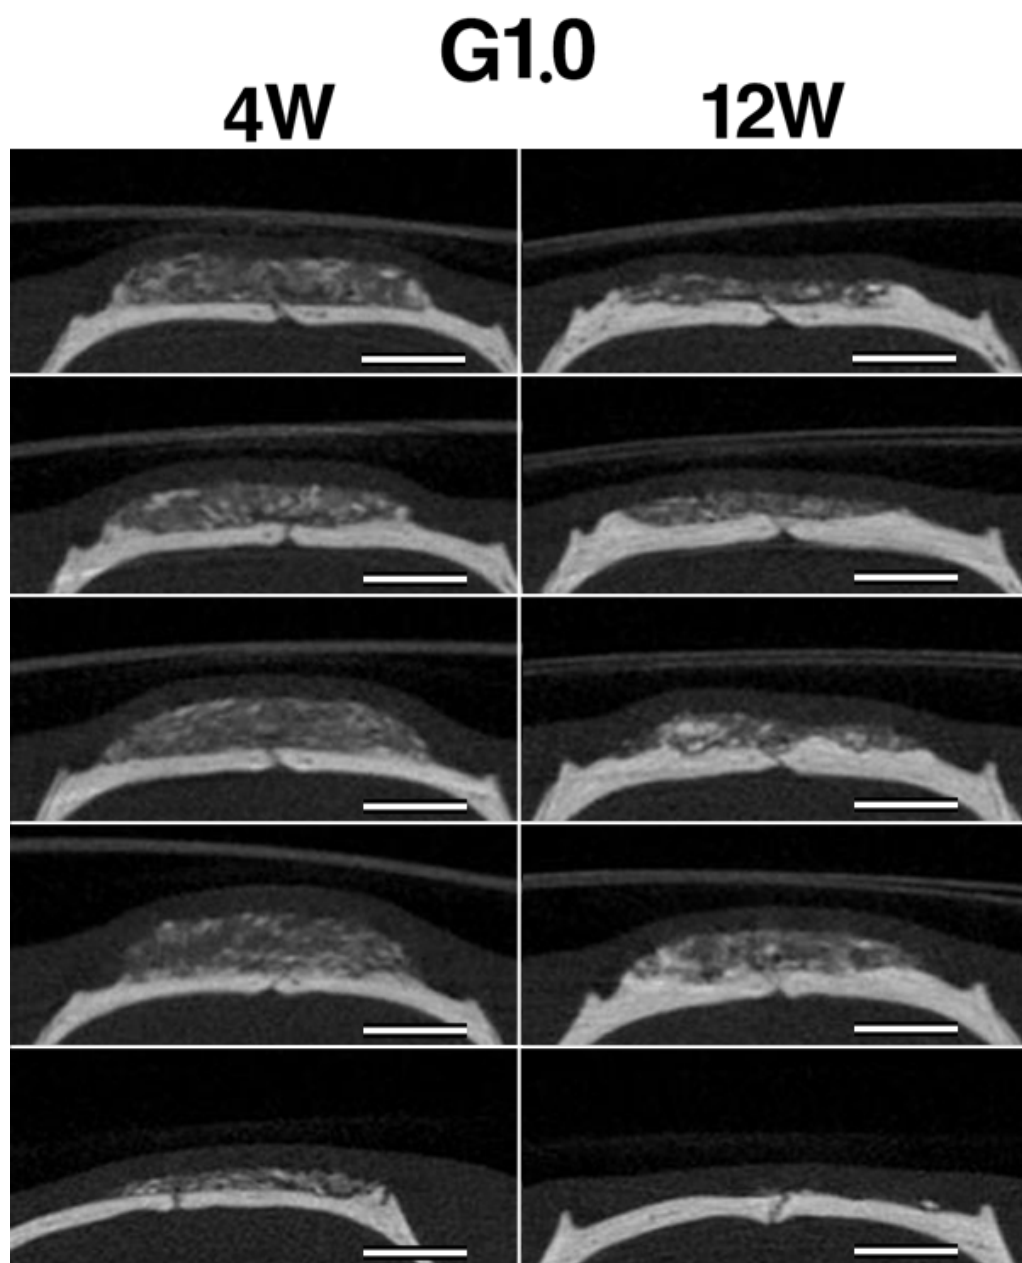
G1.0の埋入後4，12週時のマイクロCT像
